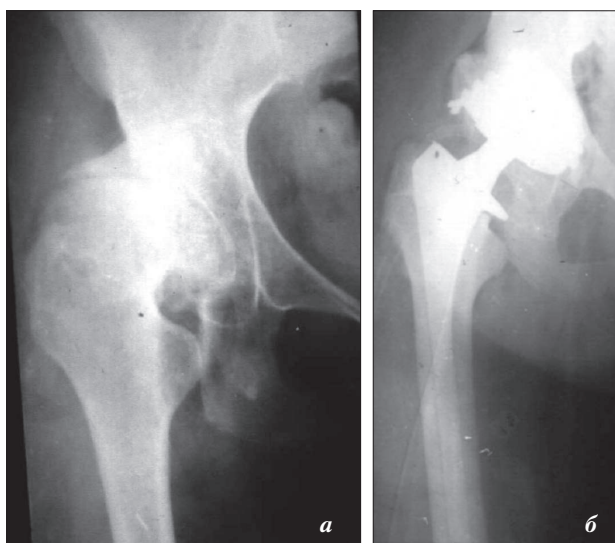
Рентгенограммы больной с диспластическим коксартрозом 4-й степени до (а) и после (б) бесцементного эндопротезирования с костной аутопластикой надвертлужной области
